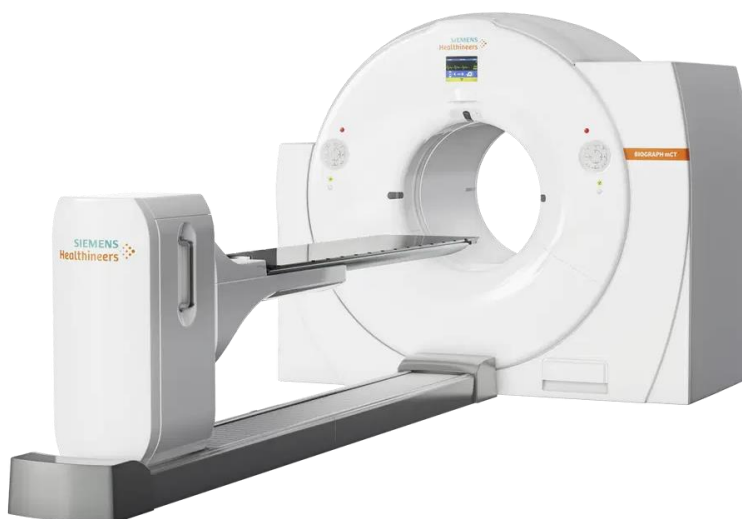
PET-CT BIOGRAPH mCT20 DE SIEMENS HEALTHINEERS
